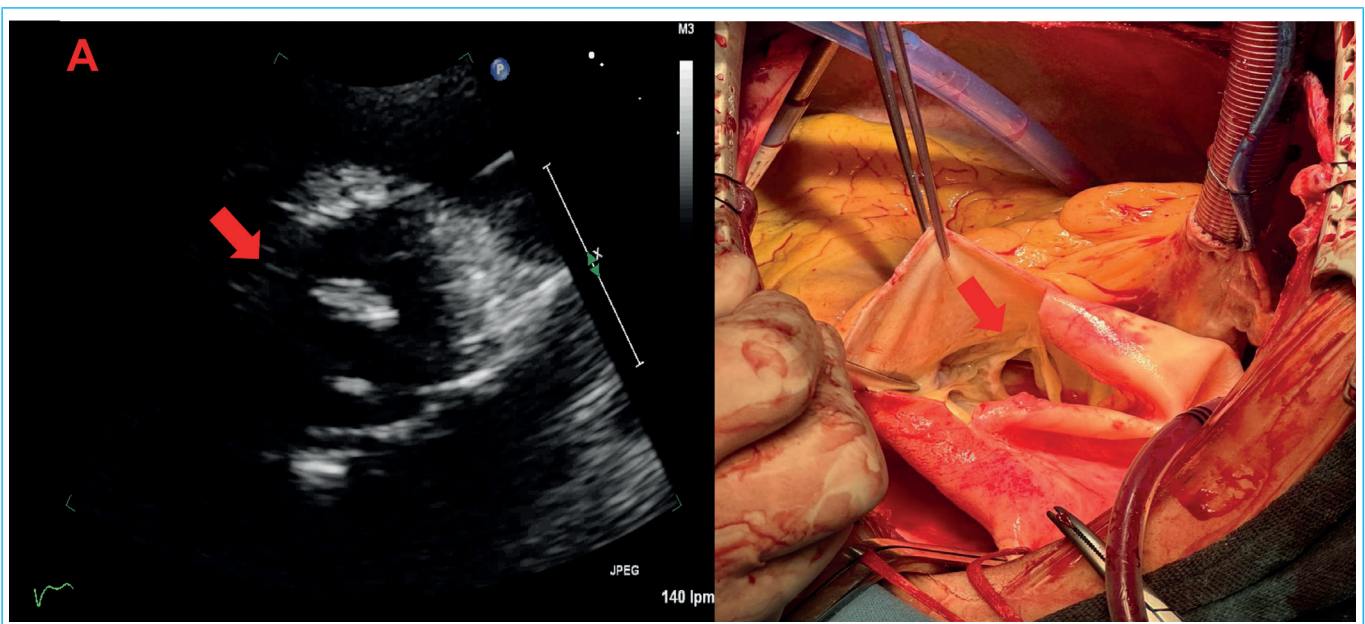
A) Ecocardiograma transtorácico en eje corto paraesternal a nivel de grandes vasos donde se observa válvula aortica bicúspide (flecha roja). B) Válvula aortica en imagen quirúrgica, donde se corrobora la presencia de válvula aortica bivalva (flecha roja).
